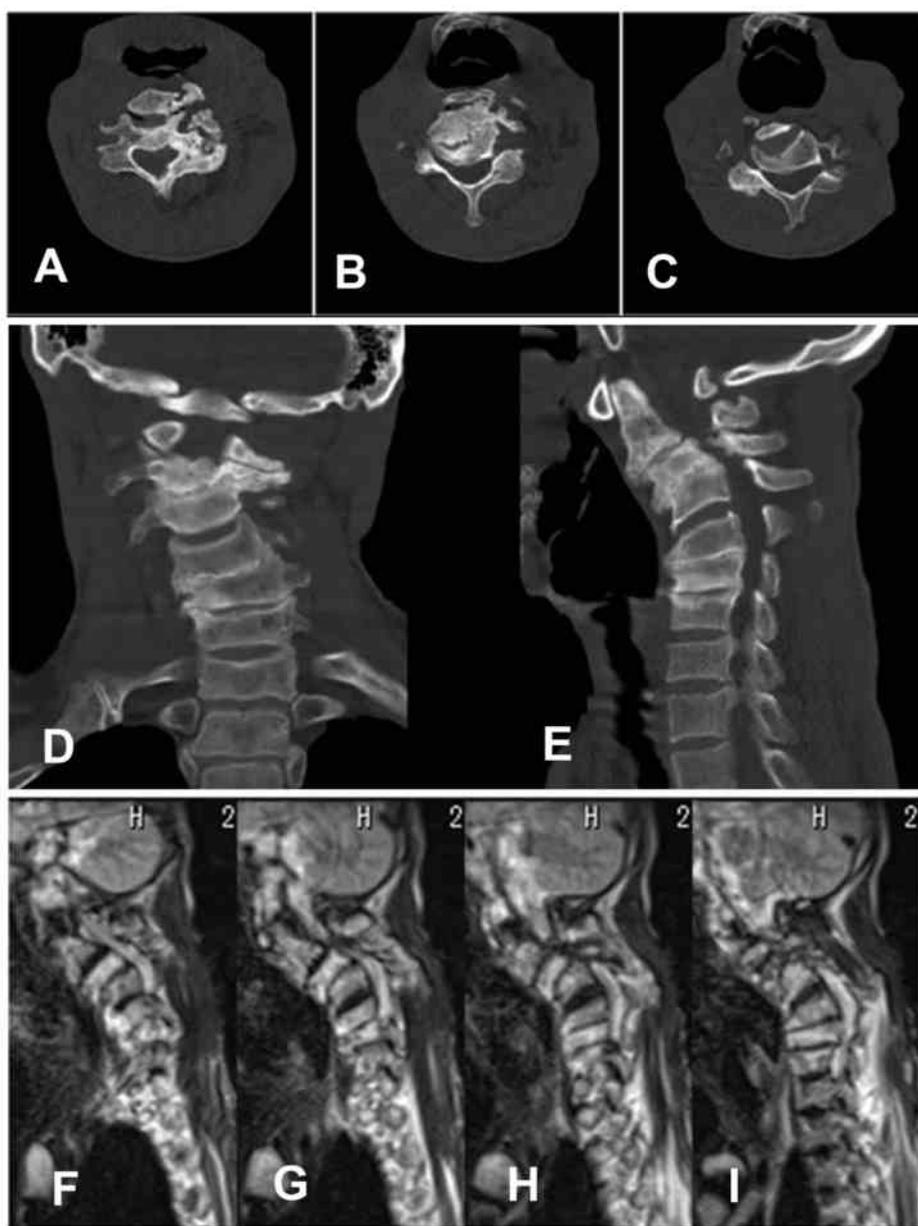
症例1，A-C：頸椎 CT。A：第3頸椎。B：第3/4椎骨。C：第5頸椎。D，E：頸椎 CT 再構成画像。F-I：頸髄 MRI。
